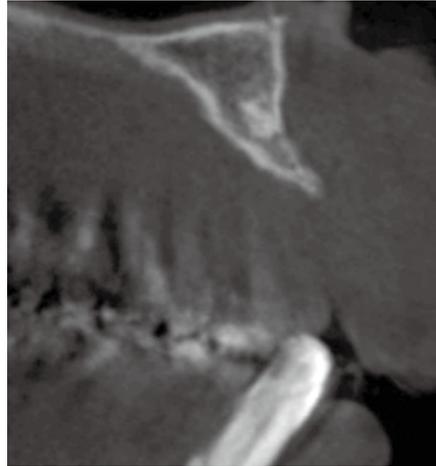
2112 抜歯後のCT像。唇側および歯槽頂部の骨吸収を認め、既存骨に埋入するためには唇側にアクセスホールが位置することが予測された。
